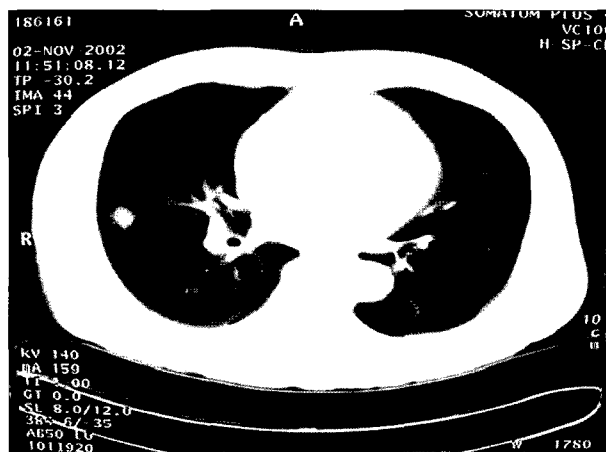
Chest CT shows small soft tissue mass in the posterior segment of right upper lobe.
